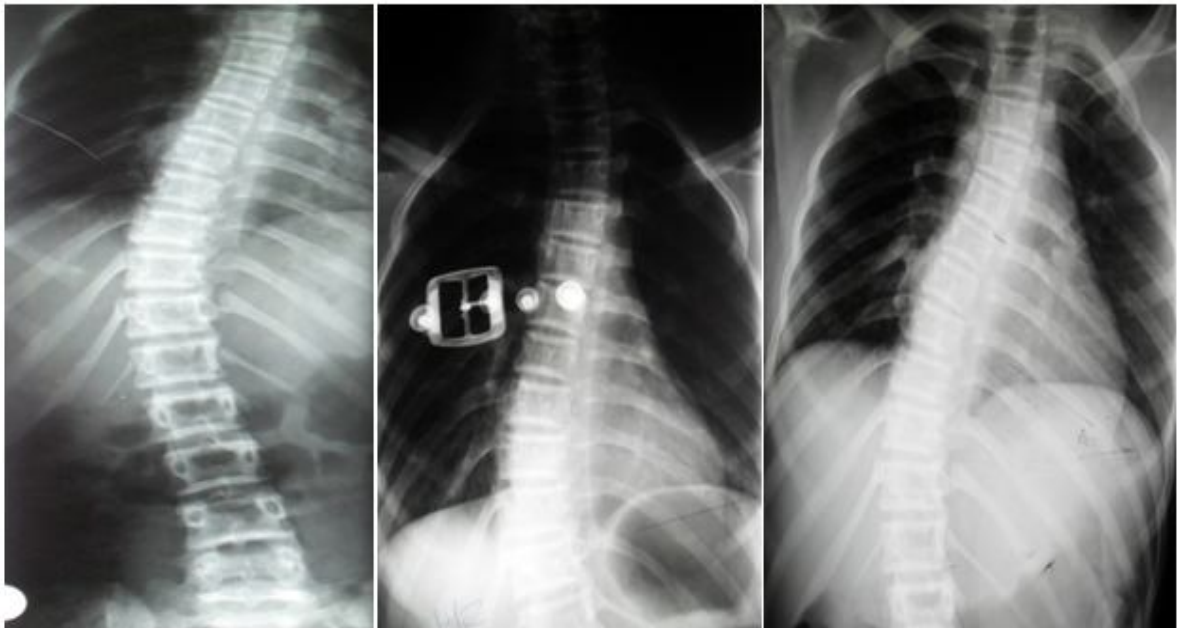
Radiographie du rachis face montrant l'évolution d'une scoliose dorsolombaire sous traitement orthopédique avec 50% de réduction
